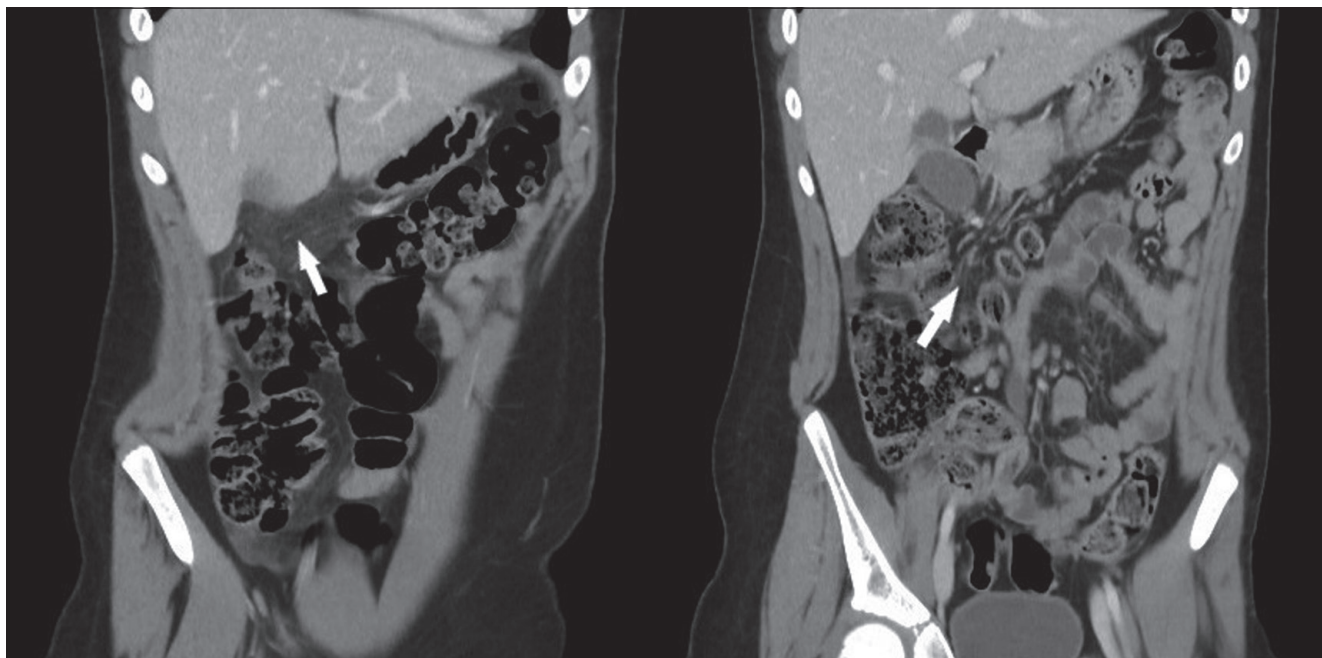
Corte coronal de Tomografía Computarizada de abdomen. Región subhepática, indicada por flechas, con trabeculación de la grasa subhepática anterior derecha y aumento de la densidad, en relación con infarto omental.
